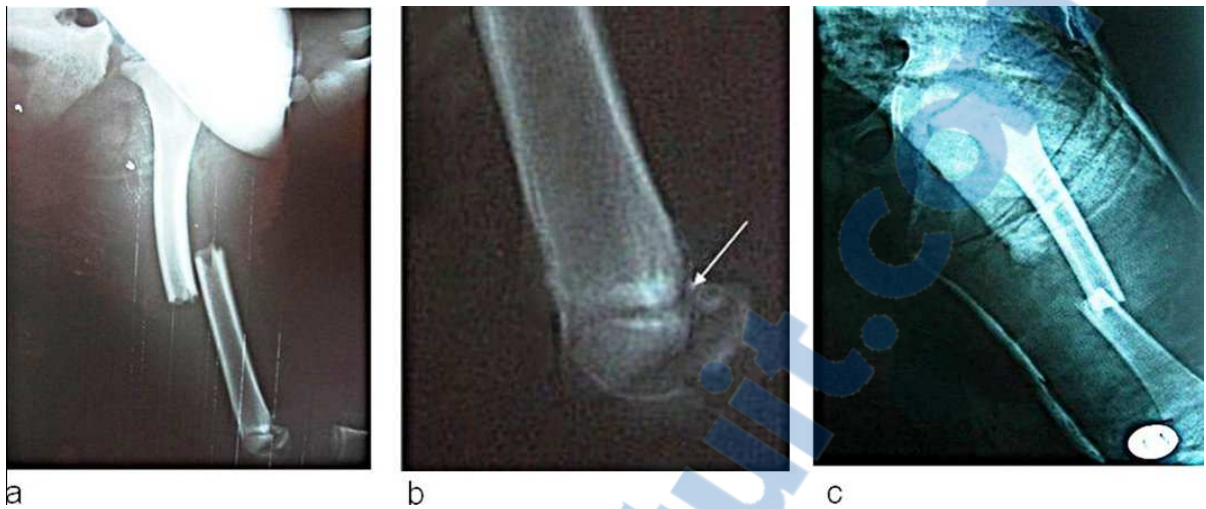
Radiographie initial montrant une fracture diaphysaire du fémur déplacée (a) associée à une fracture décollement épiphysaire de type II peu déplacée de l'extrémité inférieure du fémur (b). L'enfant a été traité par plâtre pelvi pédieux pour son fracture diaphysaire du fémur (c).
